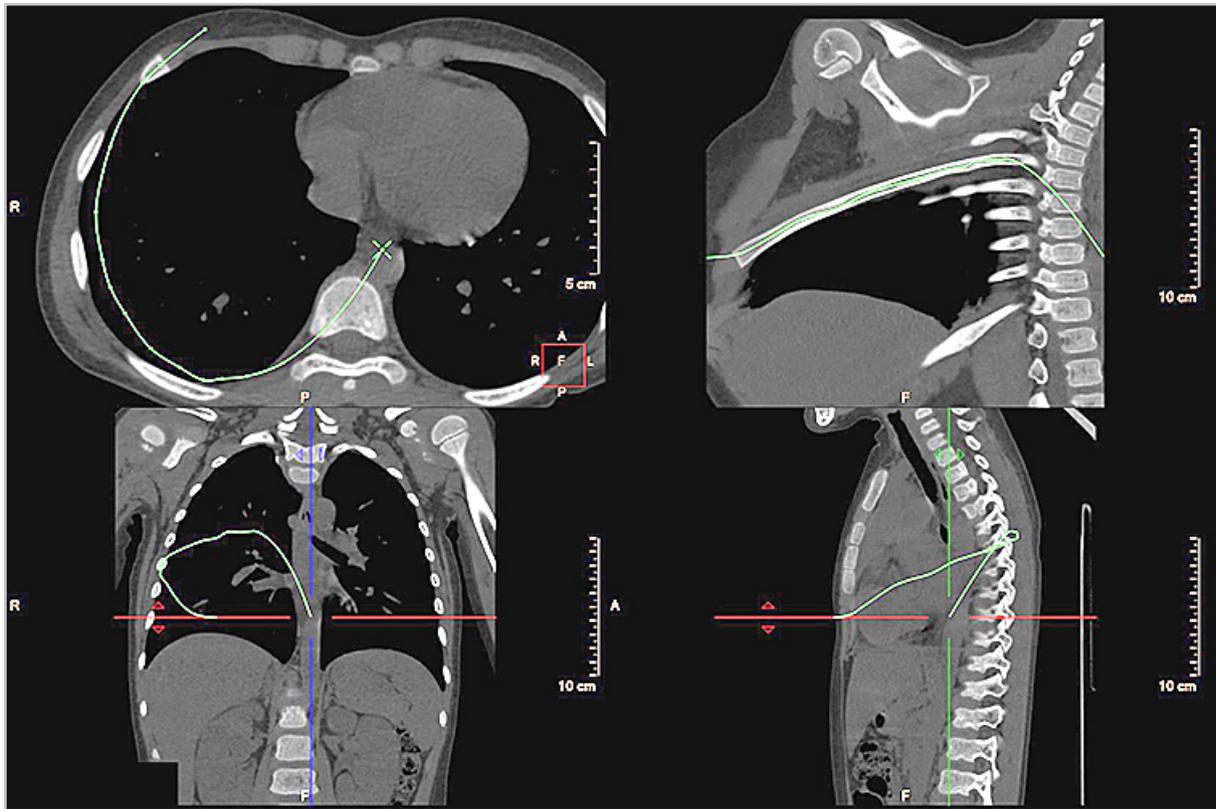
Компьютерные томограммы. Трассировка свободной криволинейной реконструкции костных отделов VI–IX ребер по аксиальным срезам в режиме bone
